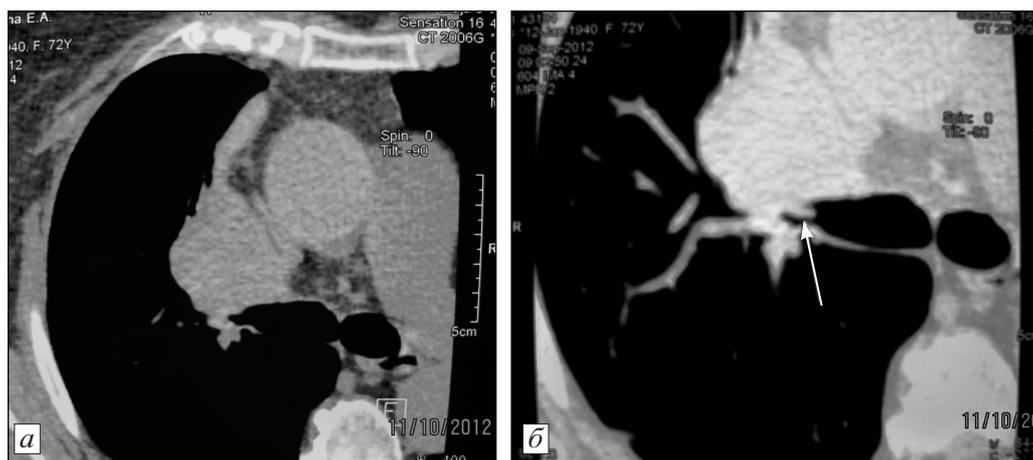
Компьютерная томограмма больной К., 72 года.
